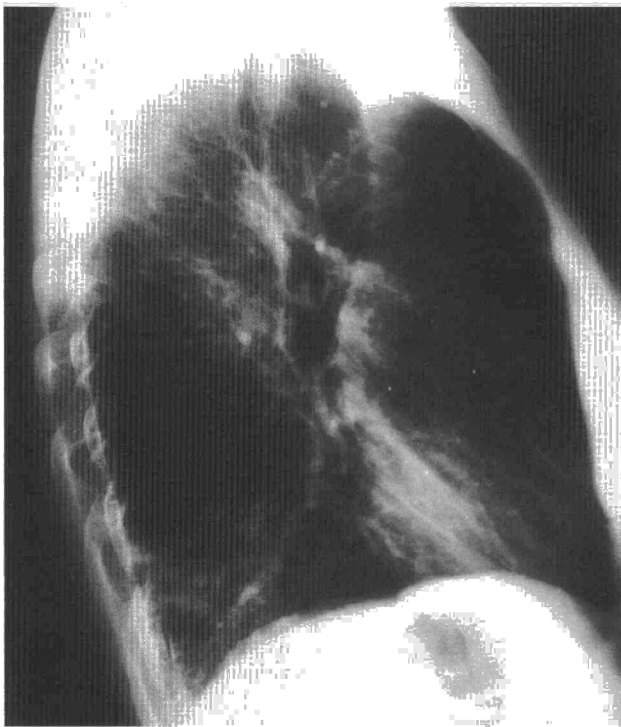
Radiografía de tórax lateral. Obsérvese el aumento de tamaño de la tráquea (50 mm de diámetro) con aspecto corrugado de la pared anterior. Infiltrado neumónico en el lóbulo inferior y el lóbulo medio.
